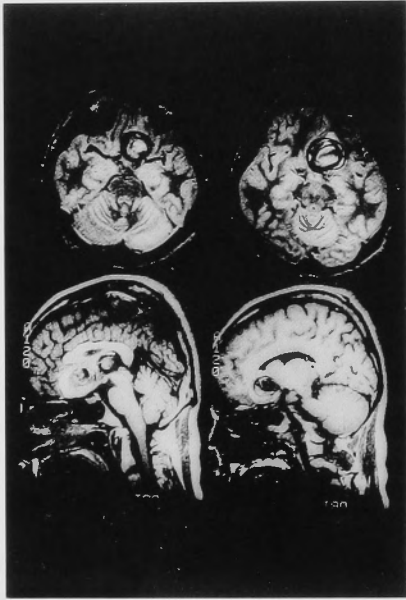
MRI images show a giant aneurysm with much intraluminal thrombus in suprasellar cistern.
